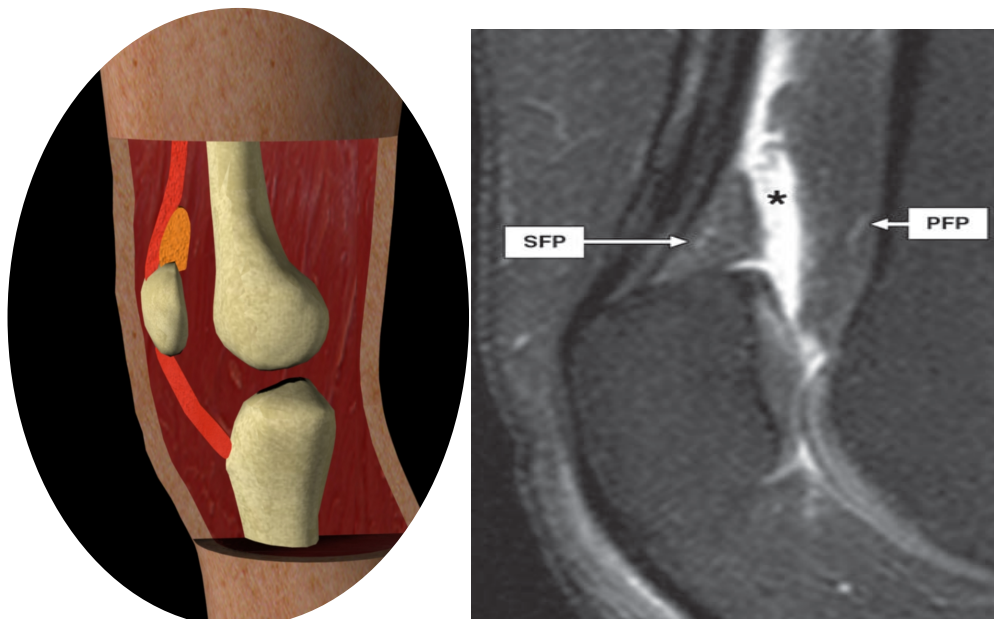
Ilustración de la almohadilla grasa cuadrícipital. Archivo de la Dra. Prada. Imagen 4: RM con saturación de grasa de almohadilla grasa prefemoral y cuadrícipital . Adaptada de *Tsavalas et al* (4).
